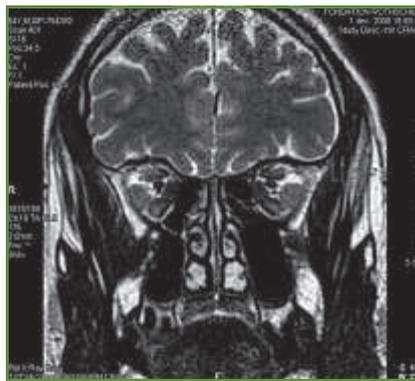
IRM en coupe coronale T2 : volumineux muscles oculomoteurs. A l'exception des droits médiaux, les MOM apparaissant blancs et donc chargés d'eau et inflammatoires. Noter la raréfaction de la graisse orbitaire périophtalmique, témoin de l'encombrement apical.
